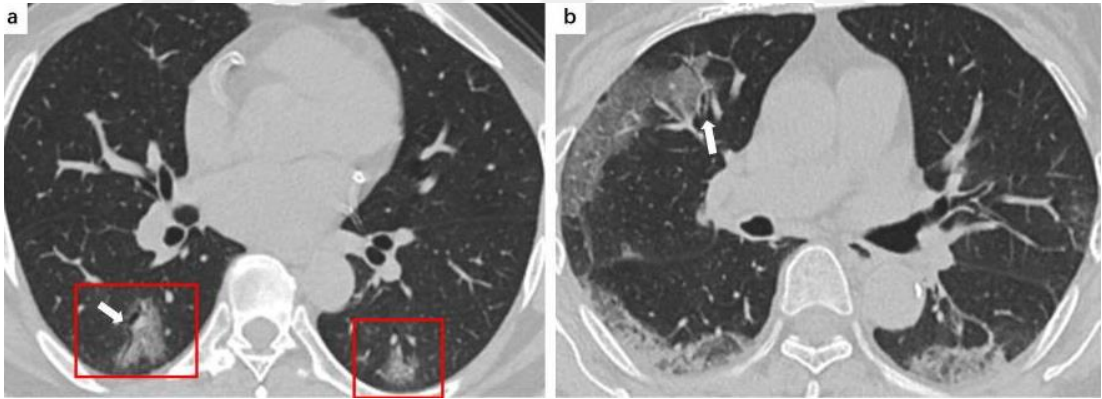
BT görüntüde her iki akciğer alt loblarda periferik buzlu cam odakları
